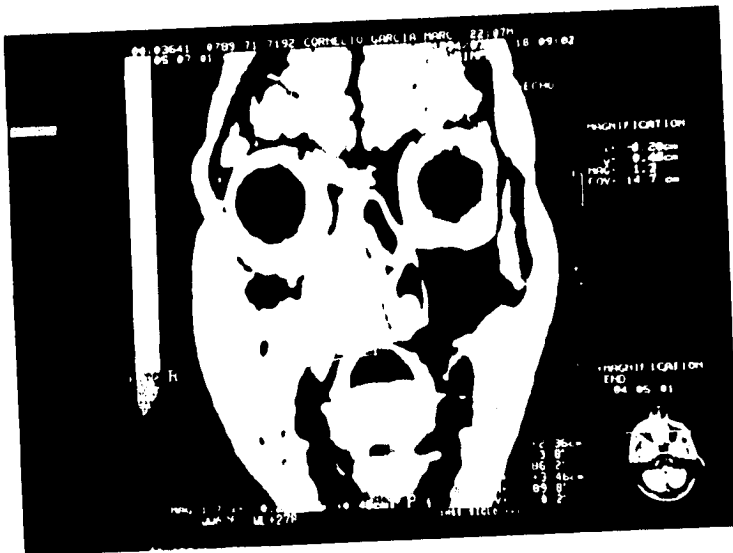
Imagen de resonancia magnética en corte coronal de nariz y SPN mostrando la lesión.
